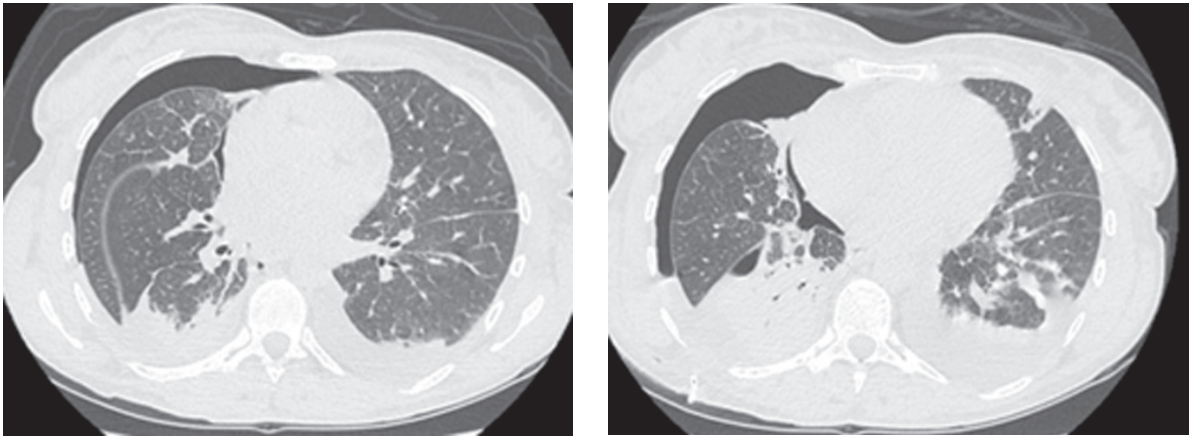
TC torace: pnx iatrogeno e modesto versamento pleurico dx con atelettasia del lobo medio (LM) e del lobo inferiore destro (LID); modesto versamento pleurico sn con atelettasia del LIS.
